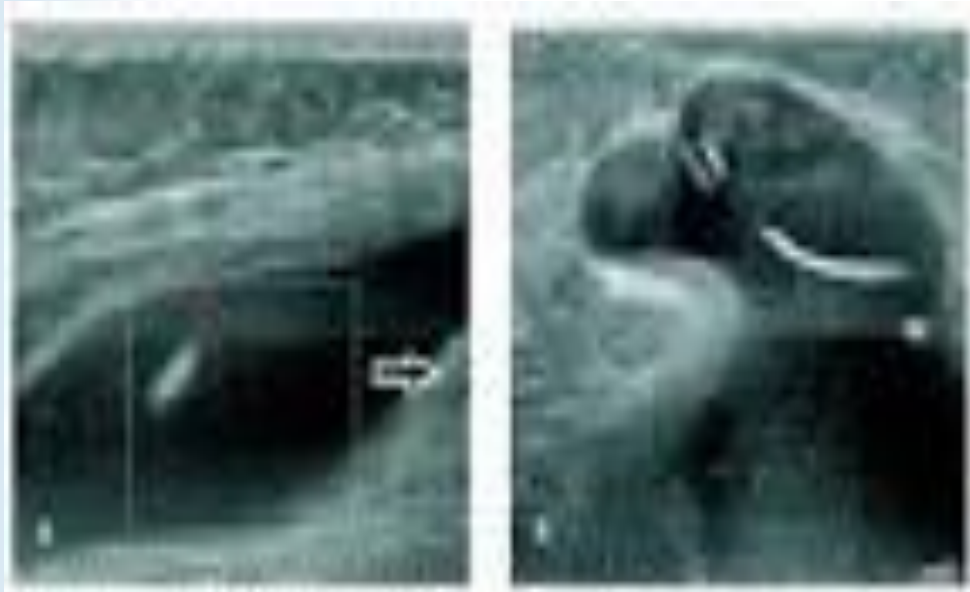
Sonographie des Fetus mit Anomalie des Brustkorbs (Korrekturen) (links) und des Brustkorbs (rechts) (rechts).
